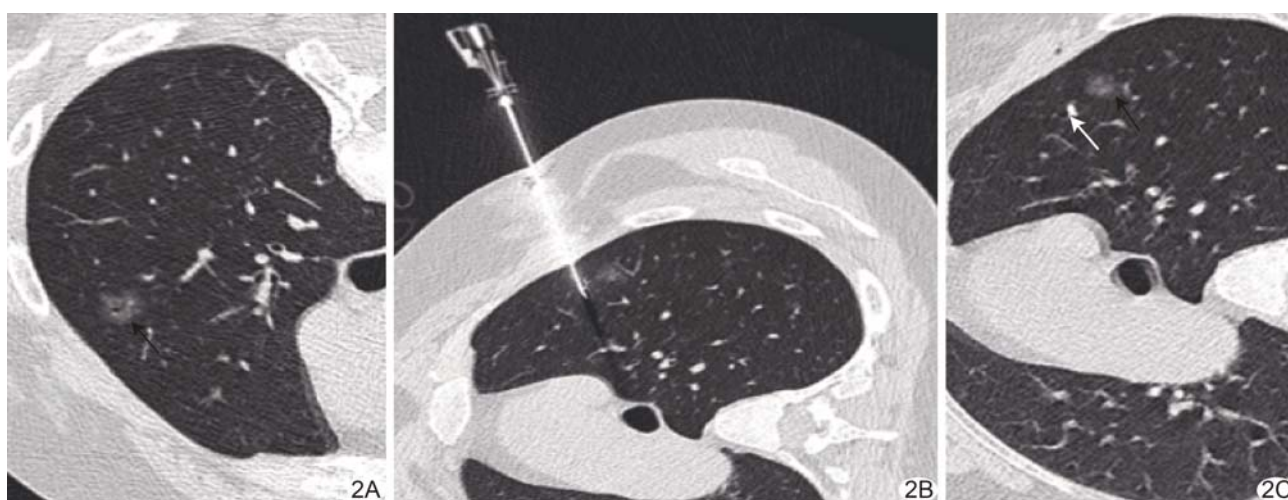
患者女,50 岁,右肺上叶浸润性腺癌,CT 引导下软线爪钩定位 A. 右肺上叶结节(箭)最大径 1.32 cm,深度 0.92 cm; B. 胸壁厚度 3.91 cm,穿刺针与水平面成角 75° ; C. 爪钩(白箭)与结节(黑箭)距离为 0.41 cm
